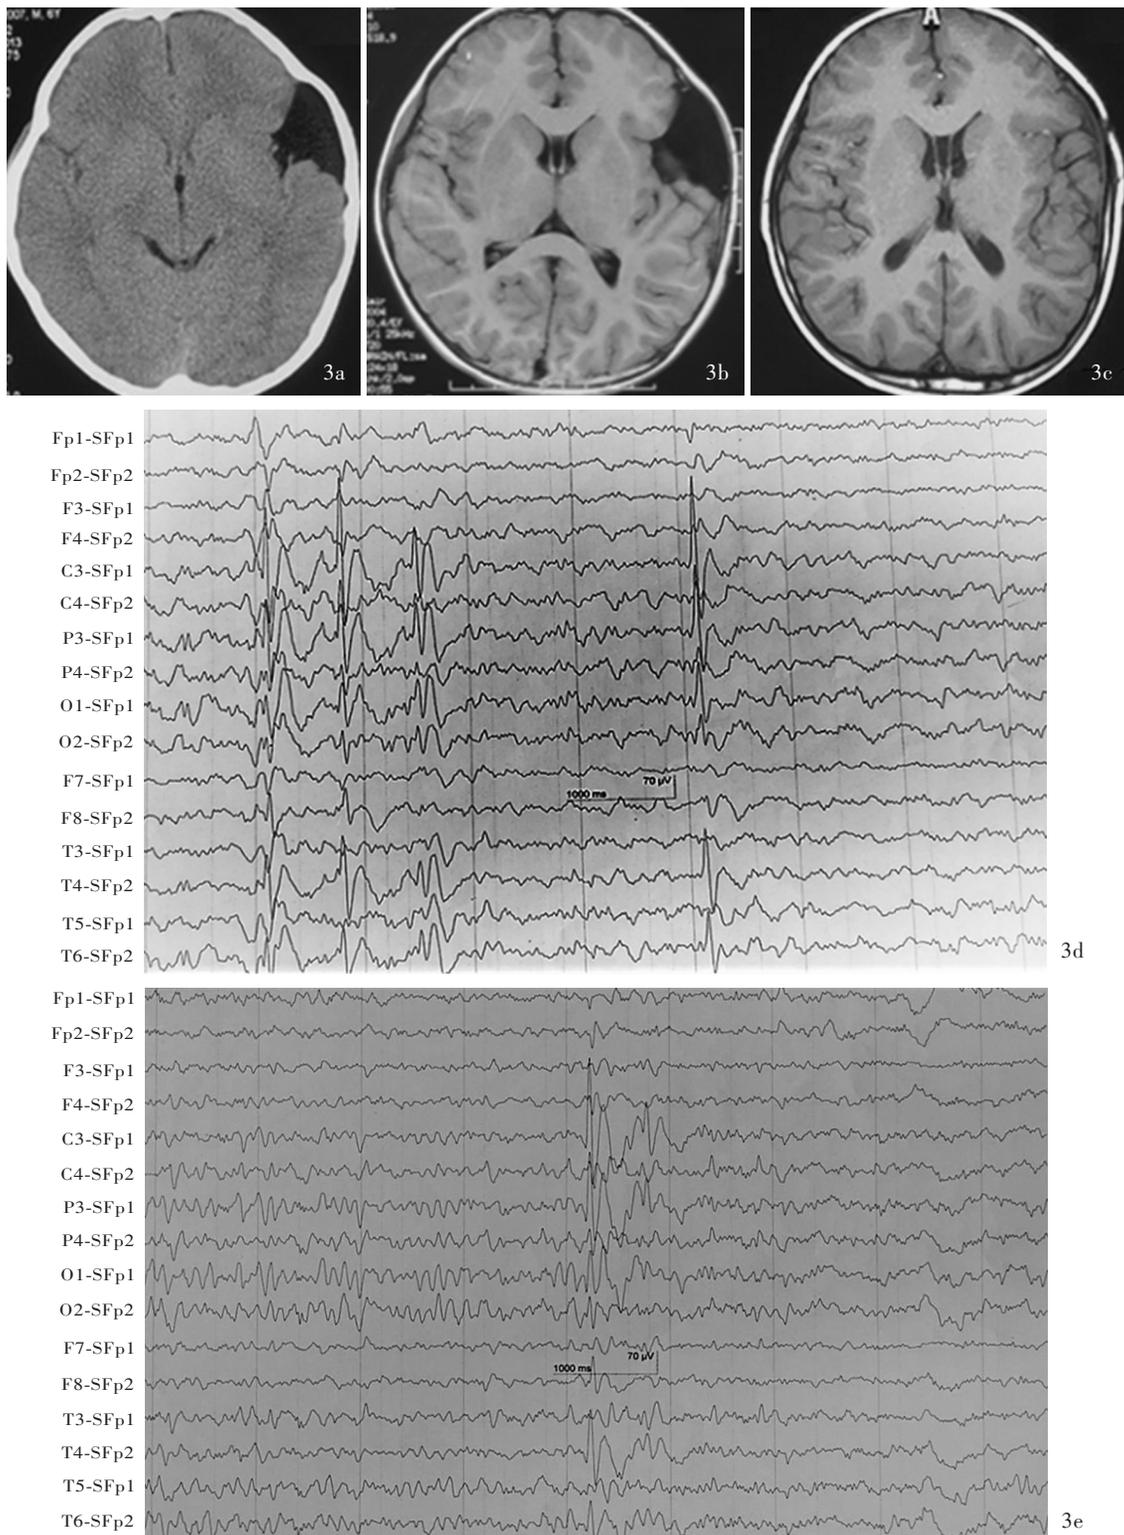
例2头部影像学及脑电图所见 3a 术前横断面CT显示左侧额颞叶蛛网膜囊肿 3b 术前横断面T₁WI显示,左侧额颞叶交界区蛛网膜囊肿,局部颅骨轻微隆起 3c 术后横断面T₁WI显示,蛛网膜囊肿全切除 3d 睡眠期发作间期脑电图可见以左侧中央顶区、右侧中颞区显著的高波幅双相尖波,成串发放 3e 清醒期发作间期脑电图可见双侧Rolandic区高波幅尖波
